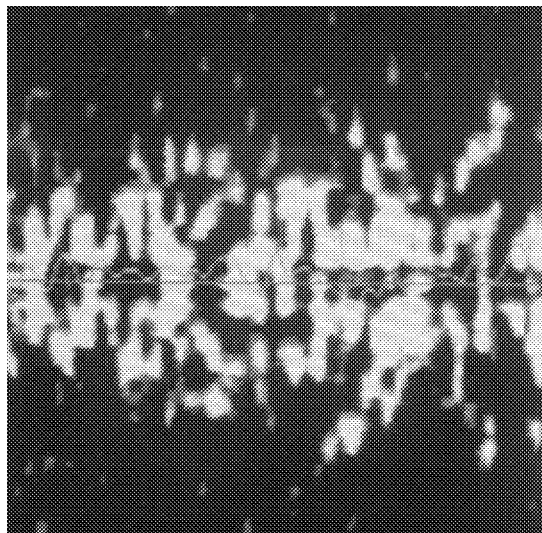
Сниженная перфузия тканей
